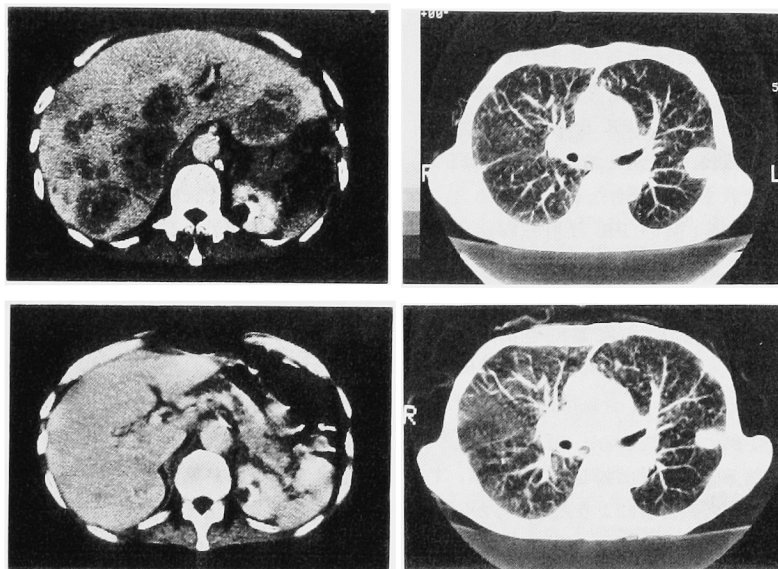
CT of the liver and the lung. Upper figures show multiple liver metastasis and solitary pulmonary metastasis (pre-treatment). Lower figures are CT of after 4 courses of chemotherapy. The liver lesions disappeared and the pulmonary lesion diminished in size.
